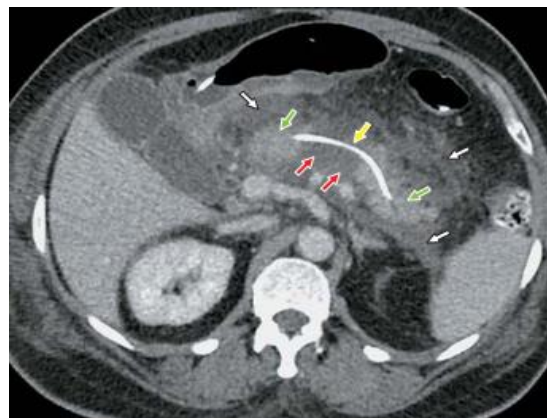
Компьютерная томограмма, венозная фаза. 5-е сутки болезни. Полный поперечный некроз в теле ПЖ. Жизнеспособная паренхима в области хвоста. Стент протока ПЖ, проведенный через зону некроза (желтая стрелка). Парапанкреатит.
